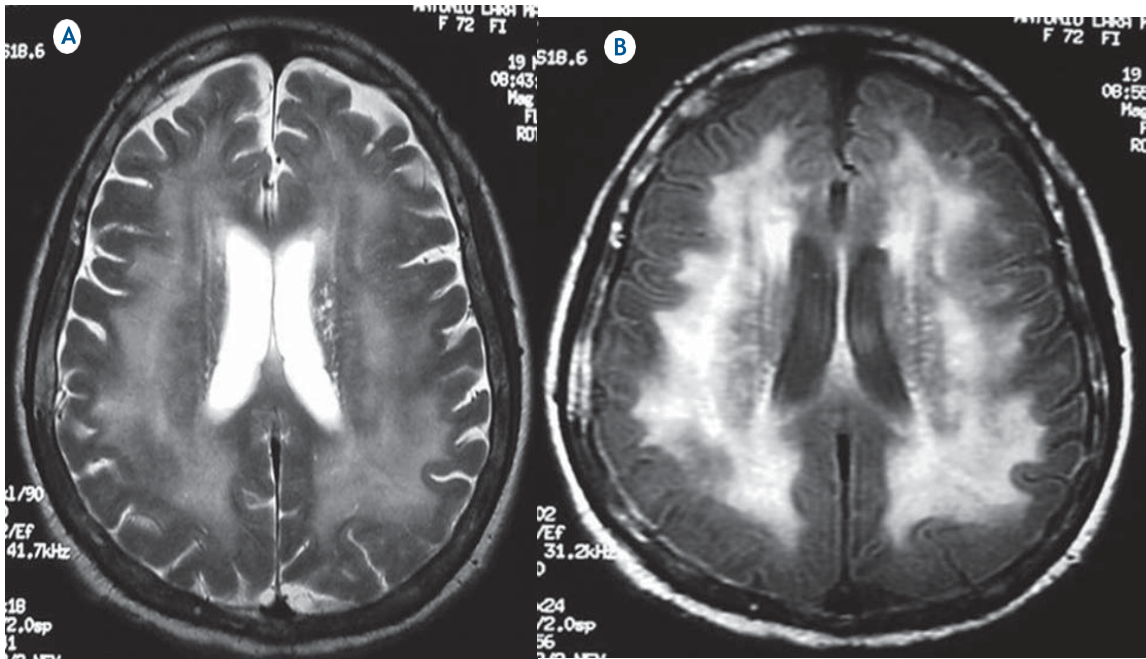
Leucoaraiosis. Mujer 72 años de edad. A) RM axial T2 y B) FLAIR. Hiperintensidad difusa en la sustancia blanca de ambos hemisferios cerebrales, más evidente en FLAIR, afectando principalmente ambos centros semioviales. Moderado ensanchamiento ven-tricular y del espacio subaracnoideo.
